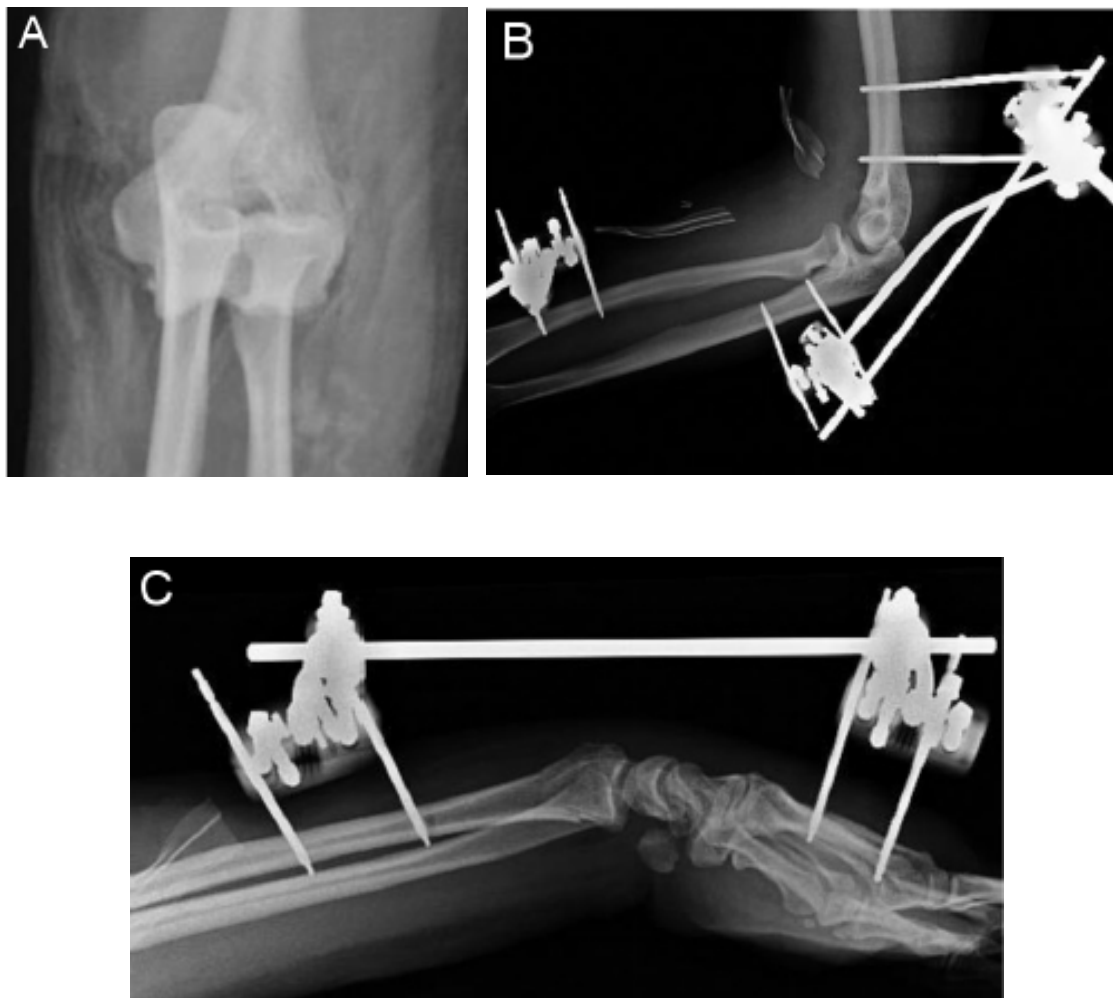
Patient n°5: luxation du coude et fracture distale du radius (pas de radiographies initiales de l'avant bras vue la nécessité d'un traitement urgent de l'ischémie) (A) radiographies postopératoires (B, C).
